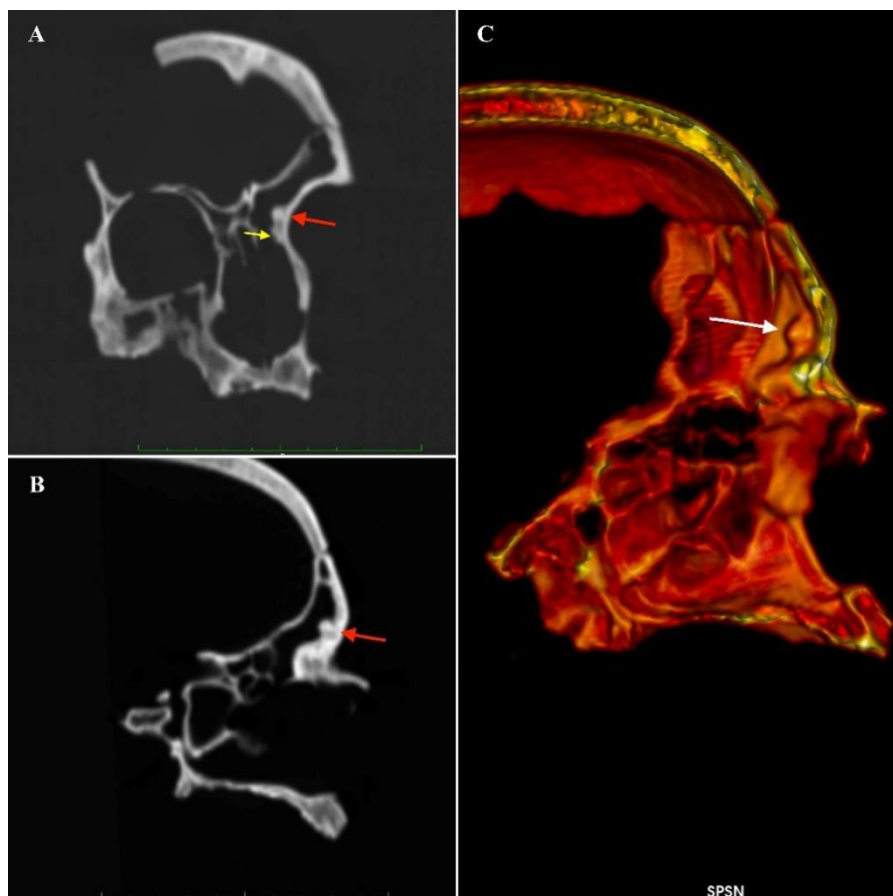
A: Tomografia computerizzata (vista coronale) dell'osteoma (freccia rossa). La reazione ossea della sinusite è indicata dalla freccia gialla. B: Tomografia computerizzata (vista sagittale) dell'osteoma (freccia rossa). Freccia gialla: sinusite. C: Ricostruzione 3D dell'osteoma (freccia bianca) e dell'anatomia circostante.
